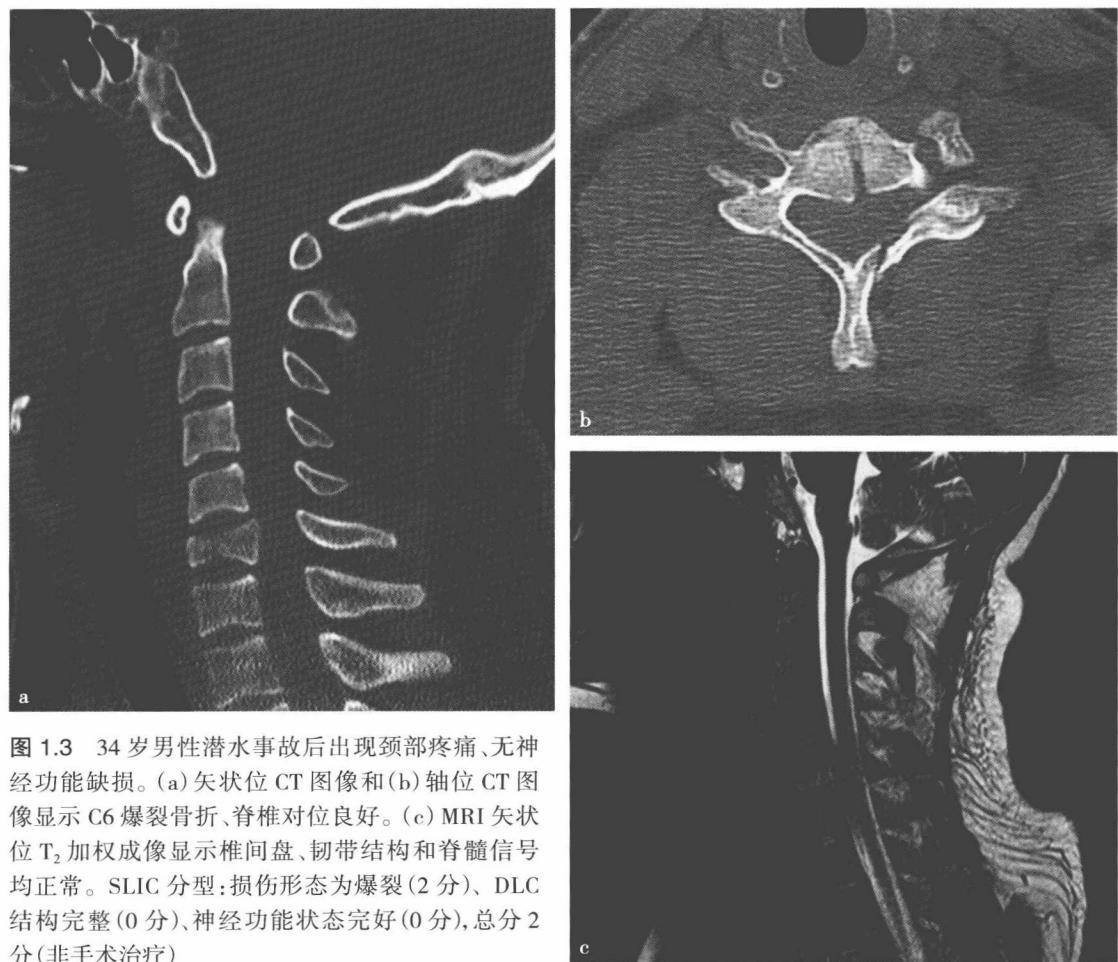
34 岁男性潜水事故后出现颈部疼痛、无神经功能缺损。(a)矢状位 CT 图像和(b)轴位 CT 图像显示 C6 爆裂骨折、脊椎对位良好。(c) MRI 矢状位 T₂ 加权成像显示椎间盘、韧带结构和脊髓信号均正常。SLIC 分型:损伤形态为爆裂(2 分)、DLC 结构完整(0 分)、神经功能状态完好(0 分),总分 2 分(非手术治疗)
